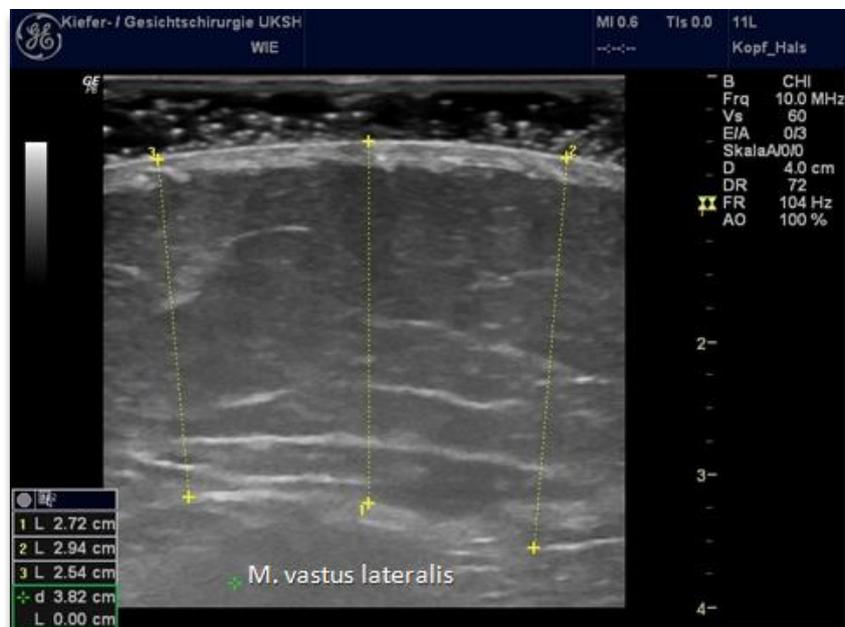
Sonographiebild ALT-Transplantat rechts Areal 3. Während bei den meisten Transplantaten mit einer Frequenz von 13 MHz untersucht werden konnte, so musste infolge der deutlich größeren Fettschichtdicke beim ALT-Lappen meist mit einer niedrigeren Frequenz von 10 MHz untersucht werden, um eine entsprechende Darstellung und Messung in der Tiefe zu ermöglichen. Man beachte die Zunahme der Lappendicke von Areal 2 zu 3.
